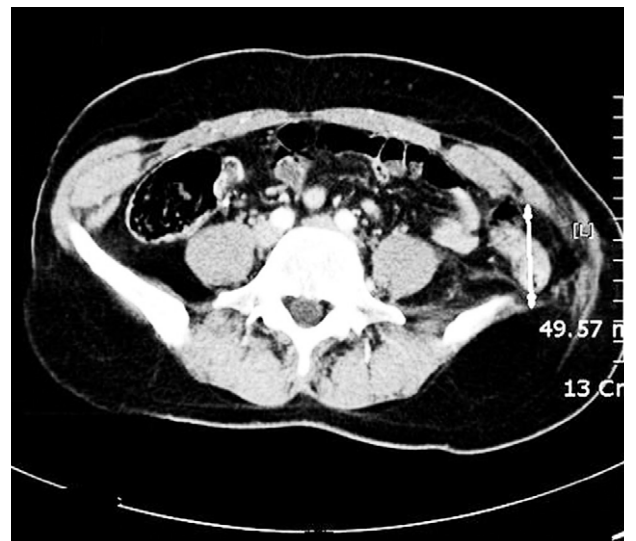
CT shows 5 cm sized muscle defect in right flank area.
